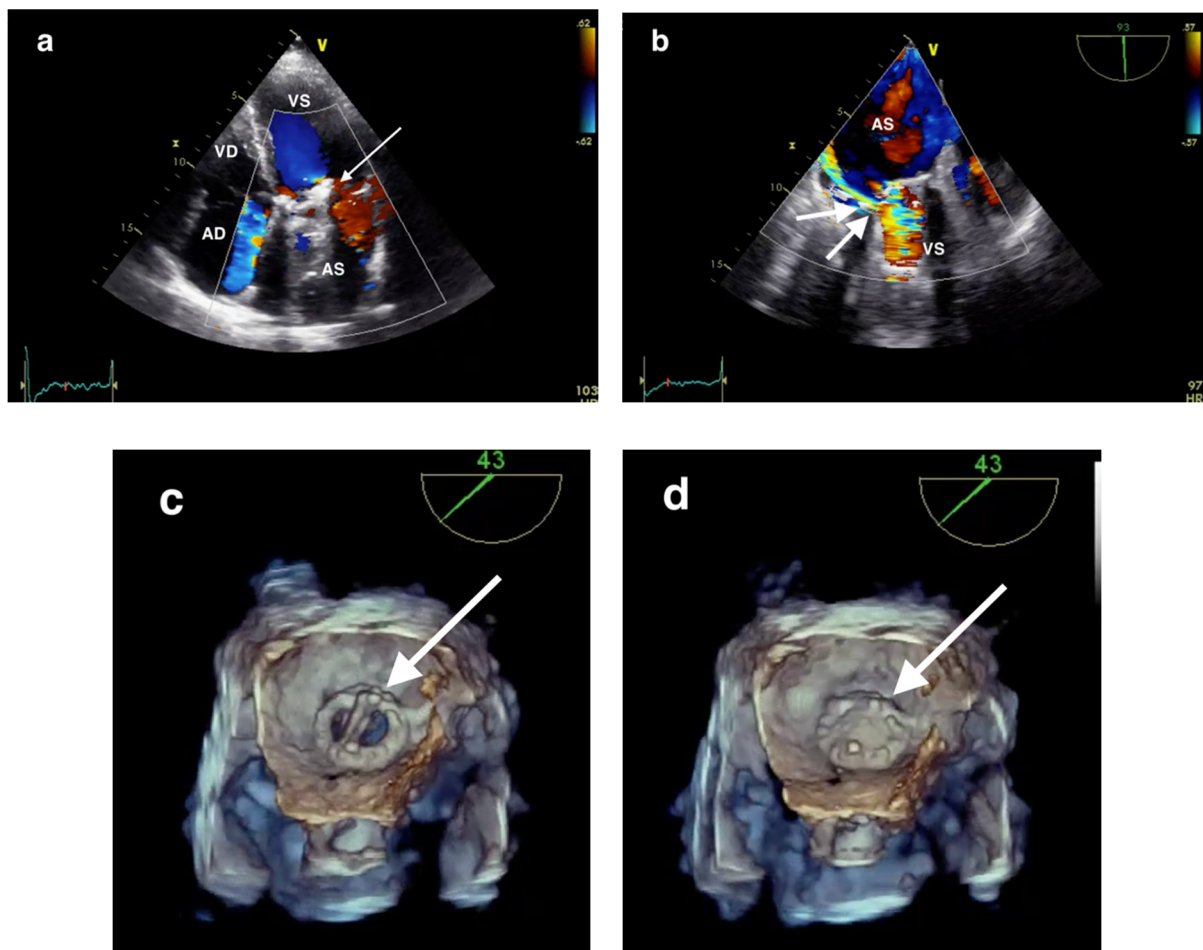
Ecocardiografie la un pacient cu proteză mecanică mitrală și regurgitare paravalvulară: a. ETT, incidență apicală 4 camere, artefactele date de proteza mecanică mitrală (săgeată) nu permit vizualizarea regurgitării mitrale; b. ETE se vizualizează Doppler color jetul de regurgitare mitrală paravalvular (2 săgeți), proteza mitrală fiind închisă; c. și d. Imagine ETE tridimensională, vedere dinspre atriul stâng a protezei mecanice mitrale deschisă (c) și închisă (d), săgeata indică orificiul paravalvular. AS – atriul stâng, VS – ventricul stâng, AD – atriul drept, VD – ventricul drept.
